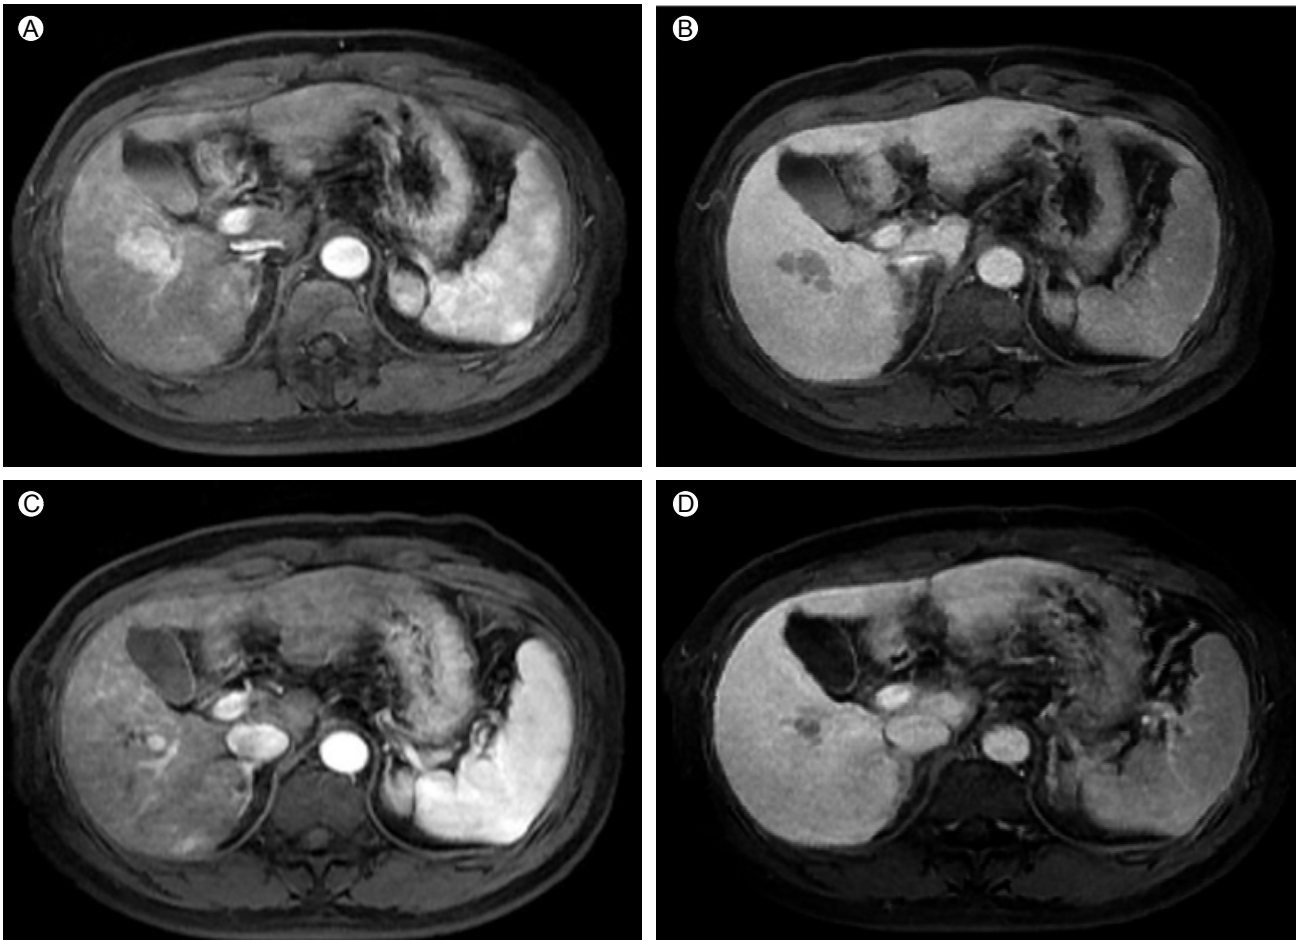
Magnetic resonance imaging in August 2011 showed a lobular contoured mass of 3.2×1.6 cm with enhancement in the arterial phase (A) and a washed-out pattern in the delayed phase (B). In January 2012, the mass decreased to 2×1 cm in the arterial phase (C) and delayed phase (D).
